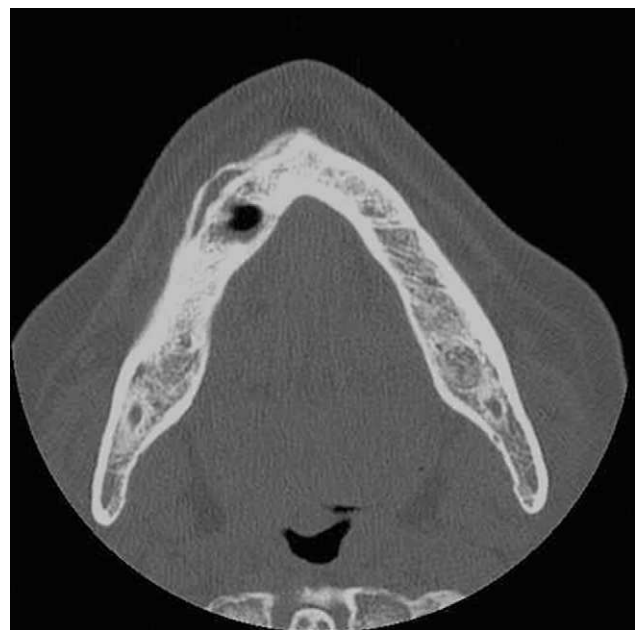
TAC Mandibular.
